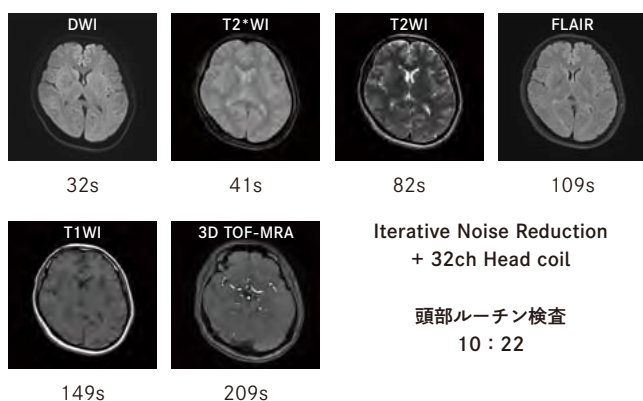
日立3T MRI “TRILLIUM OVAL”の特徴
